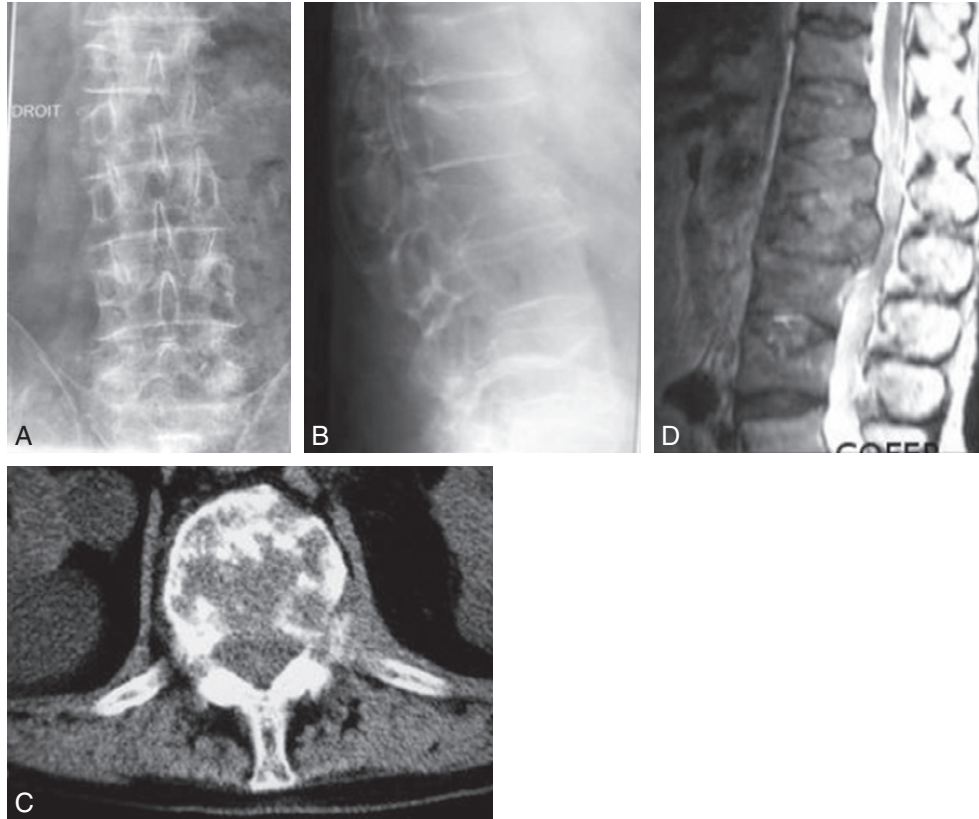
A à D. Métastases multiples lytiques dans le cadre d'un cancer du sein (radiographie, scanner et IRM en séquence pondérée T2) :
